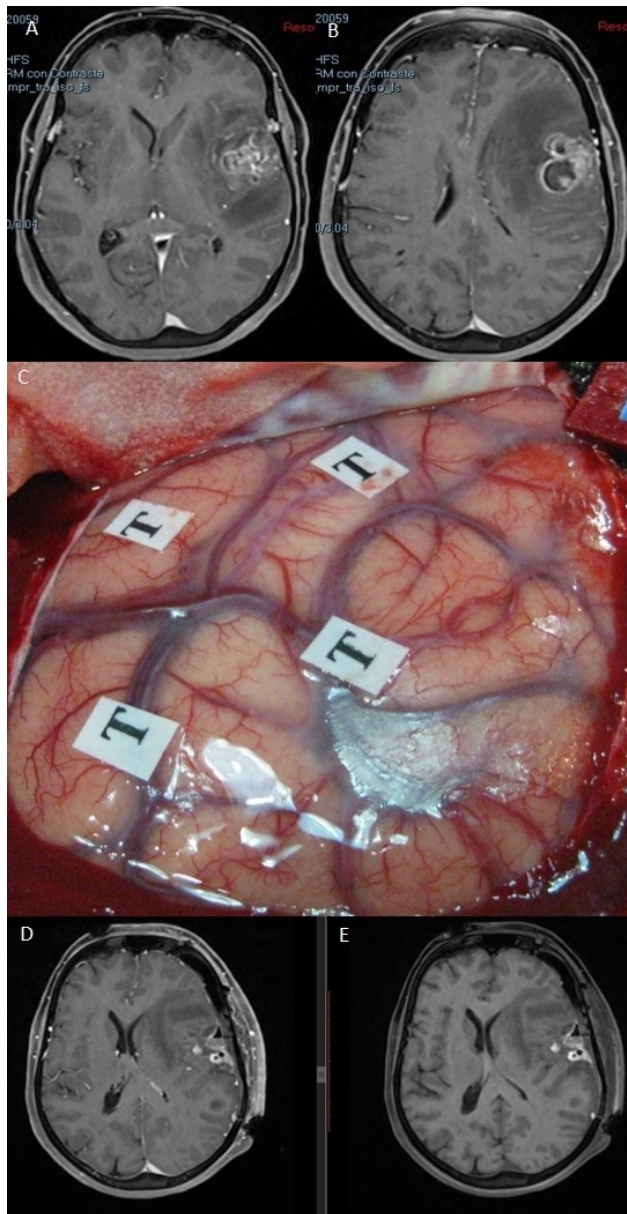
Imágenes de RM en la secuencia T1 con contraste (A y B) que muestran una tumoración correspondiente a glioblastoma situada en la región opercular izquierda. Se empleó cirugía con mapeo cerebral intraoperatorio en paciente despierto (C). La RM postoperatoria con (D) y sin contraste endovenoso (E) muestran cambios postquirúrgicos con restos hemáticos en ausencia de tumoración residual, todo ello sin que tuviera lugar un empeoramiento en el lenguaje.
